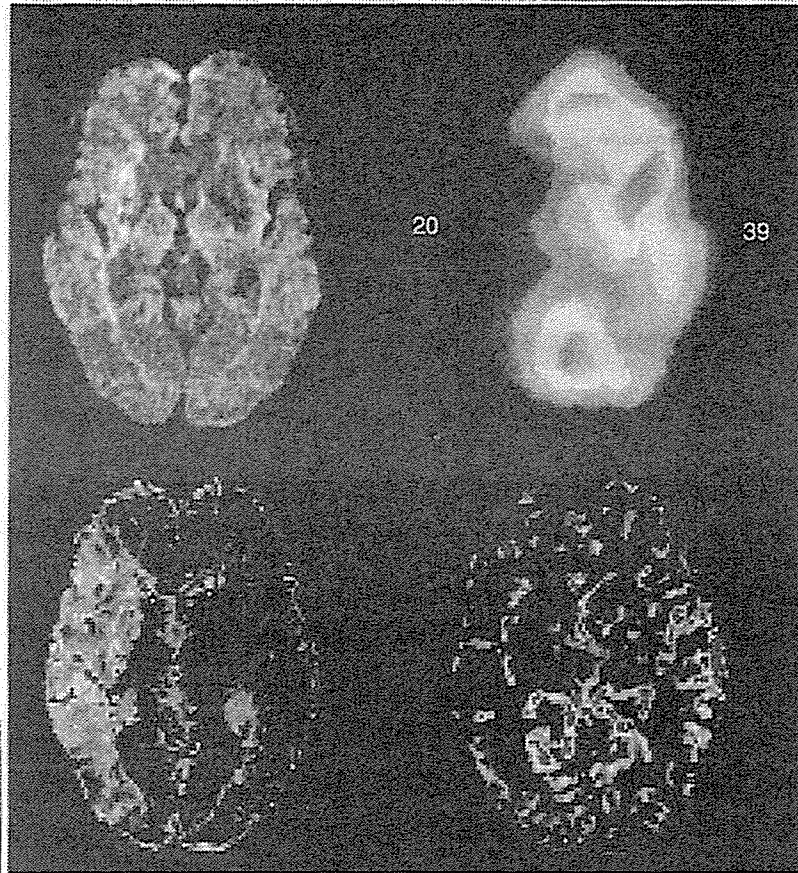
61 歳、男性：右脳梗塞(中大脳動脈閉塞症、心原性脳塞栓症)の DWI、PWI、<sup>133</sup>Xe-SPECT
